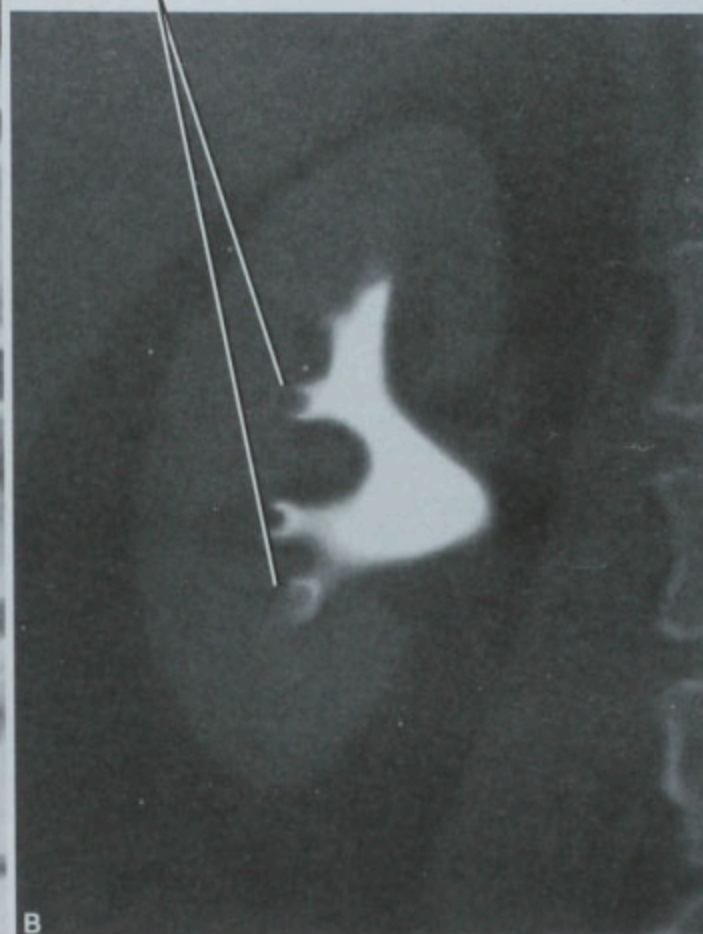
对于后处理的图像调整窗宽窗位的重要性。冠状位最大密度投影(MIP)显示 CT 尿路造影的排泄期,采用软组织窗(A)和骨窗(B)显示
